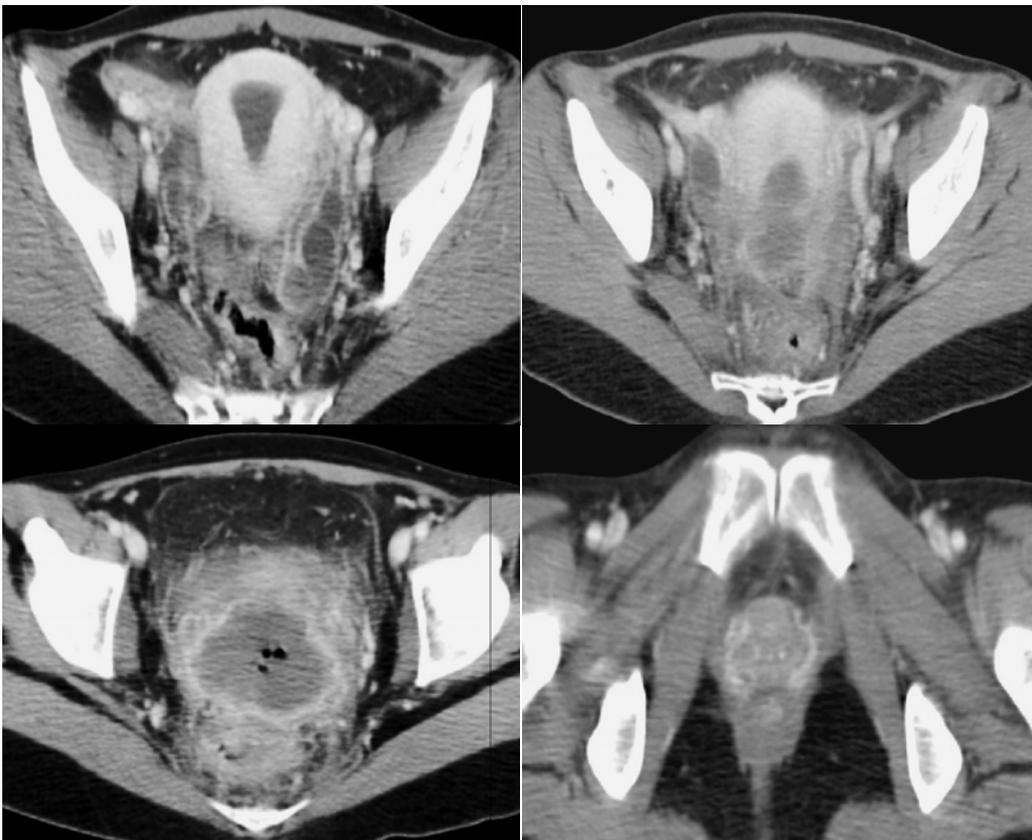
Imágenes de TC con contraste, en paciente con CaCu con invasión a la pared vaginal y parametrio. Se observan también datos de necrosis y cambios fibrosos posradiación.
